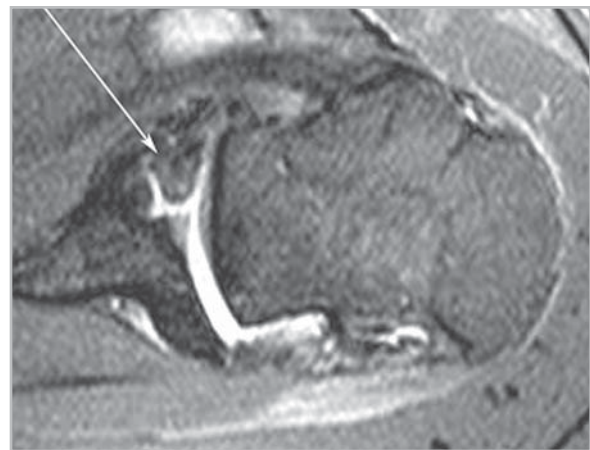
МР-томограмма плечевого сустава в трансверсальной проекции (T2/FFE). Костное повреждение Банкарта (стрелка)
